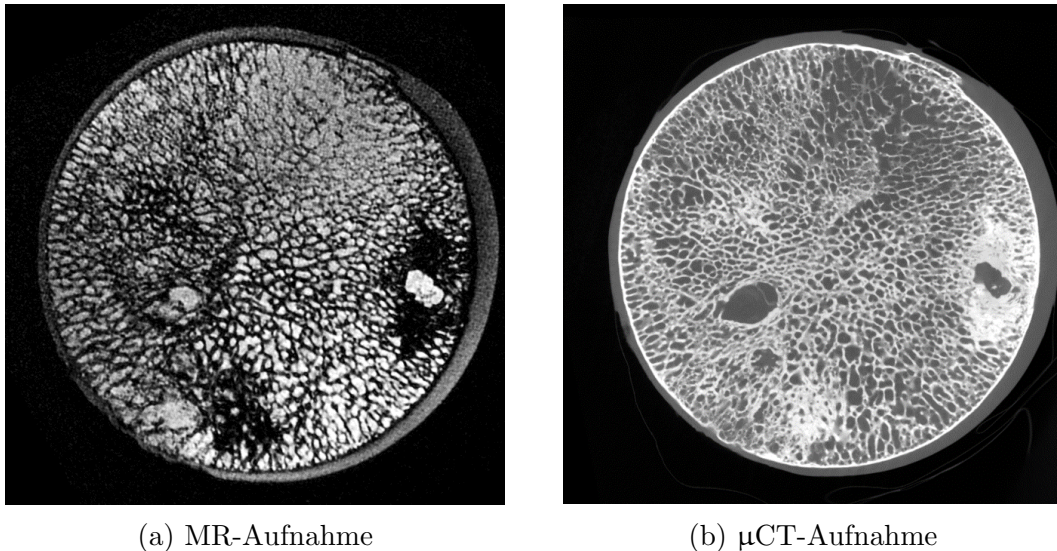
Ex-vivo* MR- und  $\mu$ CT-Aufnahmen eines humanen Femurkopfs. Während die Knochenmatrix in der MR-Aufnahme dunkel erscheint, ist diese in der  $\mu$ CT-Aufnahme als helle Struktur zu erkennen. Die Mikrostruktur ist infolge einer Knochennekrose pathologisch verändert und zeigt sowohl Verdickungen als auch ein teilweises Verschwinden der Spongiosa.
